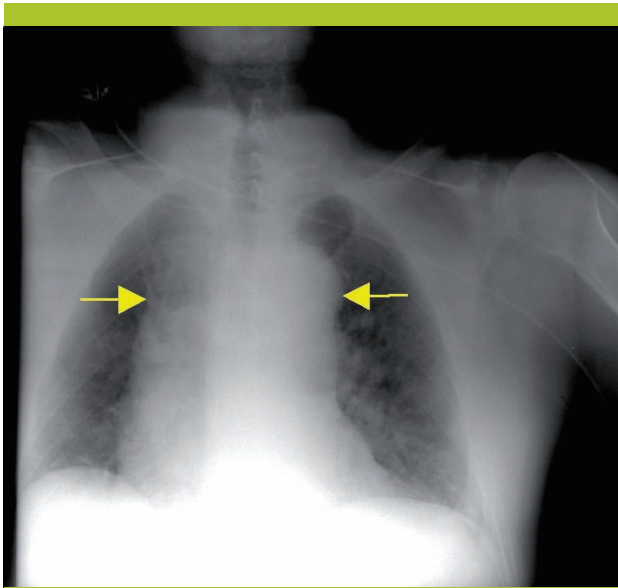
Radiographie du thorax montrant un élargissement important du médiastin (flèches)
